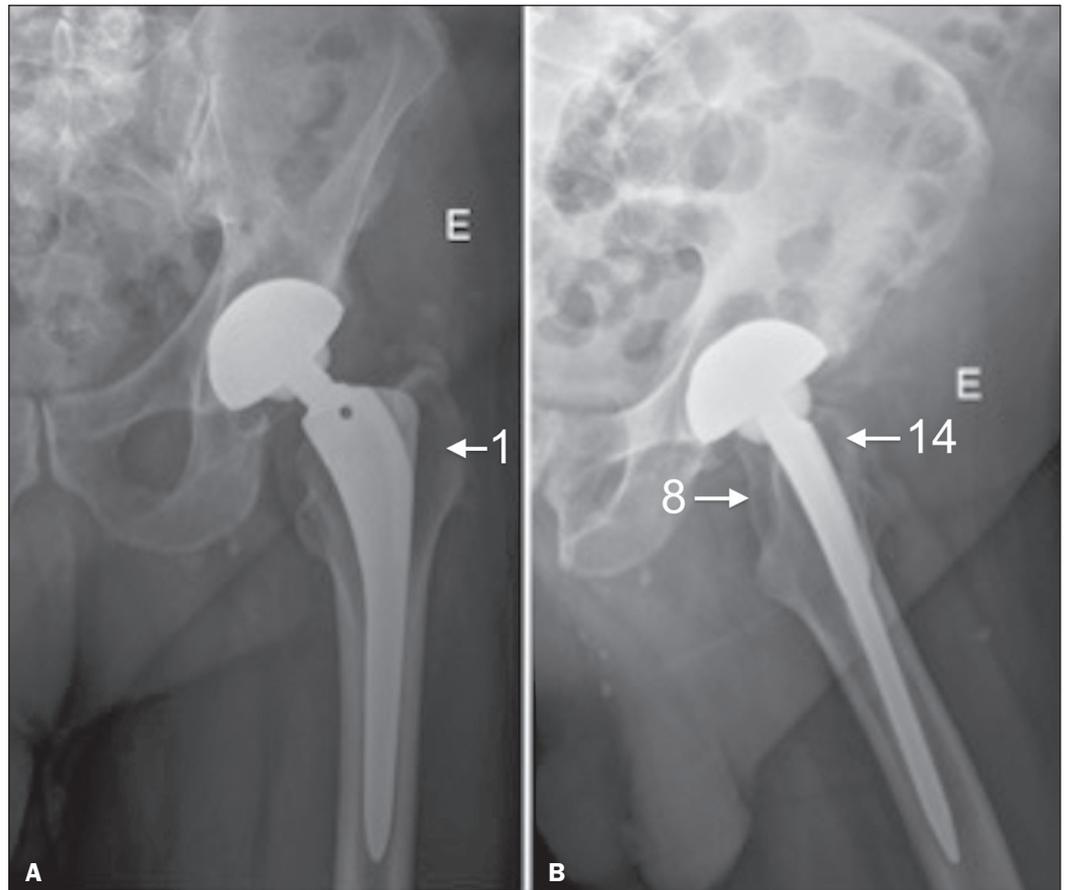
Radiografia do quadril esquerdo em anteroposterior (A) e perfil (B) com osteólise nas zonas femorais 1, 8 e 14 (setas).
